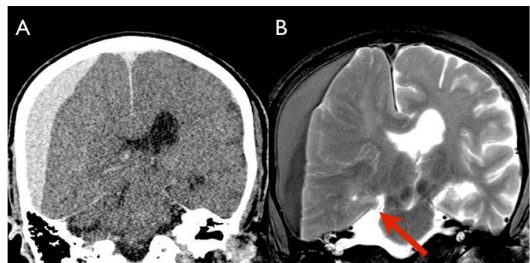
同一事例の脳冠状断 CT(A)と MRI (B, T2 強調画像)。テントを超えて右海馬鉤回が押し出している。いわゆるテント切痕ヘルニアであり、その詳細が高い組織コントラスト描
